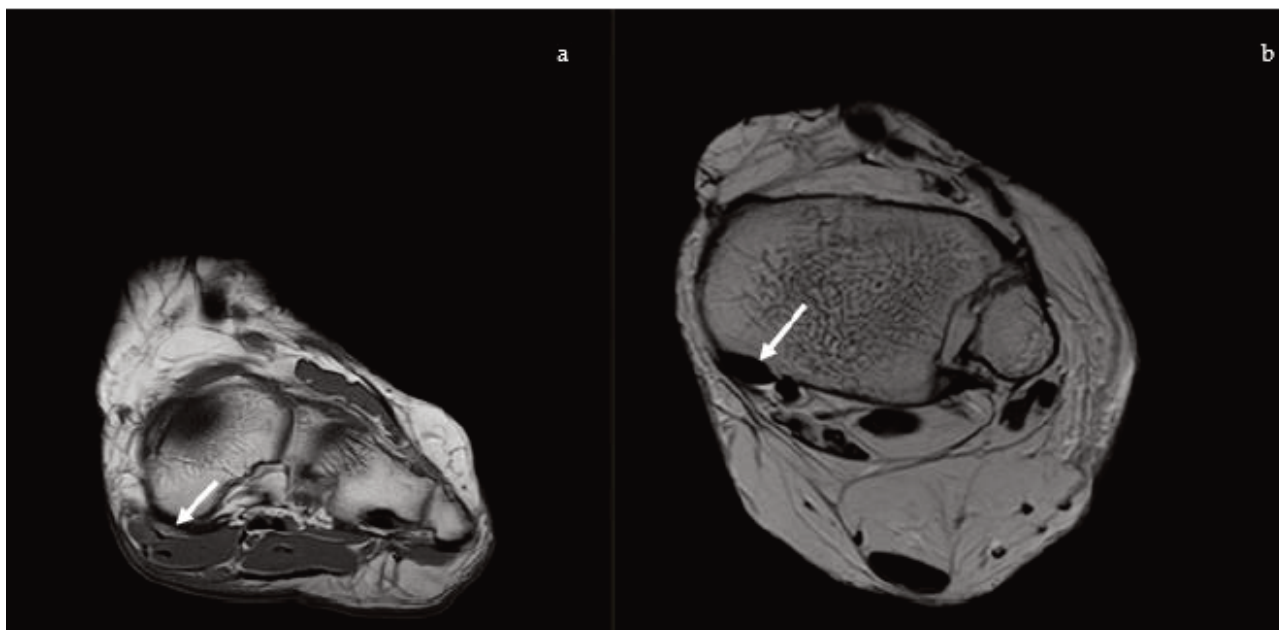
Resonancia magnética. (a) Imagen coronal ponderada en T1: afectación de los tejidos blandos del tendón tibial posterior. (b) Imagen axial ponderada en T2: fibras superomediales del ligamento calcaneonavicular plantar (spring ligament) (flecha blanca).
